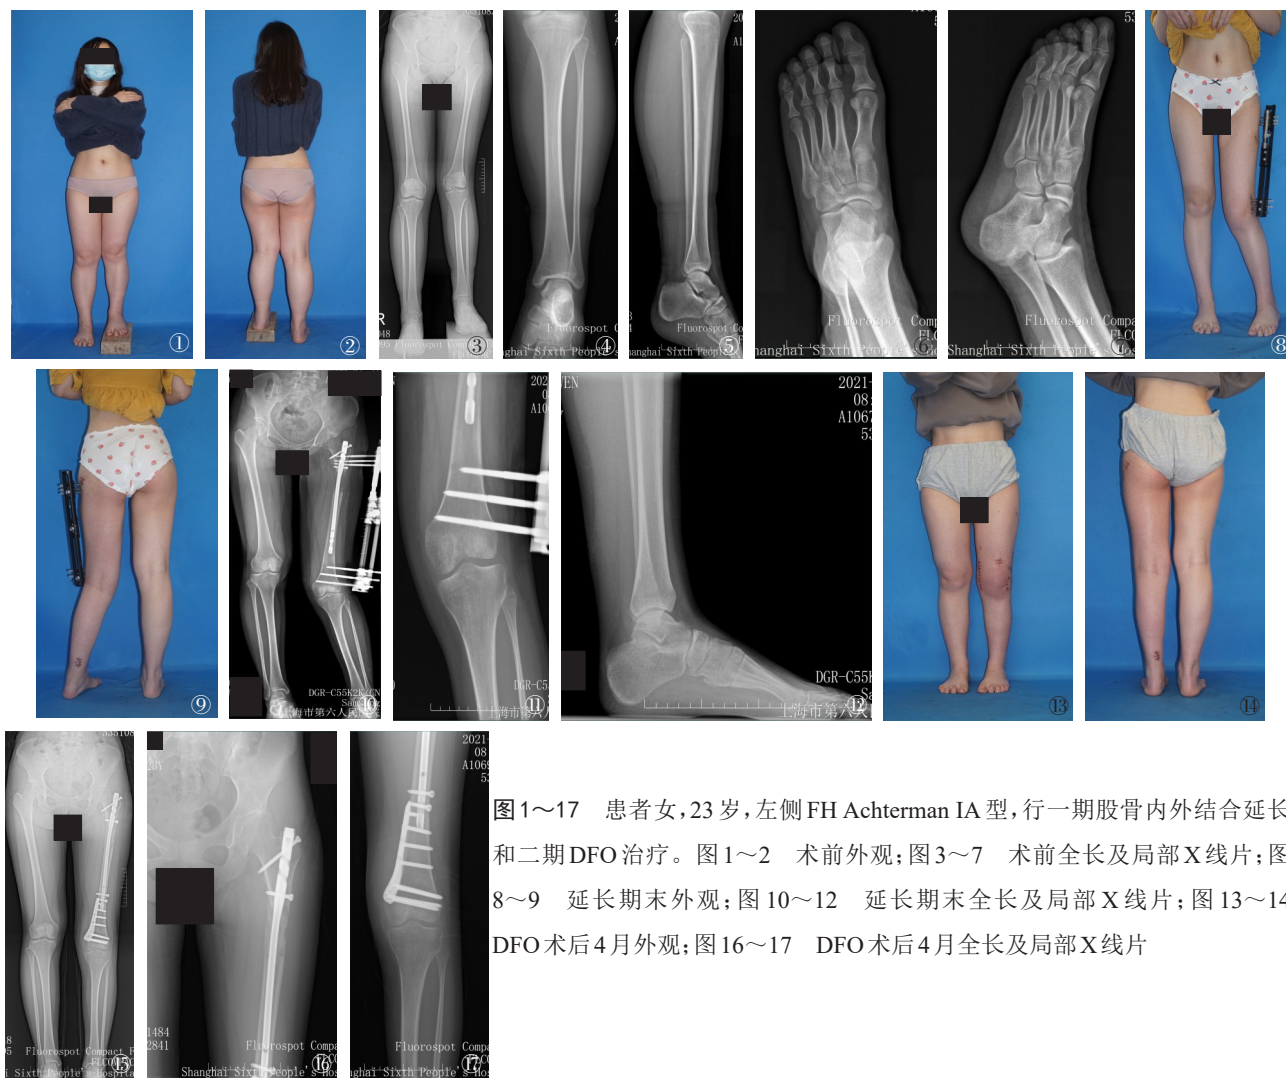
~17 患者女,23岁,左侧FH Achterman IA型,行一期股骨内外结合延长和二期DFO治疗。图1~2 术前外观;图3~7 术前全长及局部X线片;图8~9 延长期末外观;图10~12 延长期末全长及局部X线片;图13~14 DFO术后4月外观;图16~17 DFO术后4月全长及局部X线片
